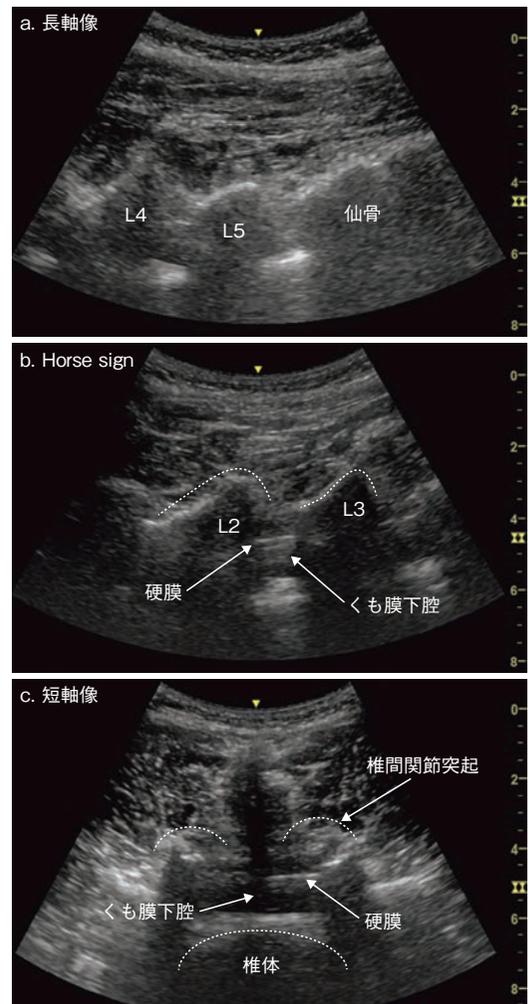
超音波による穿刺部位の決定と硬膜外腔の同定
